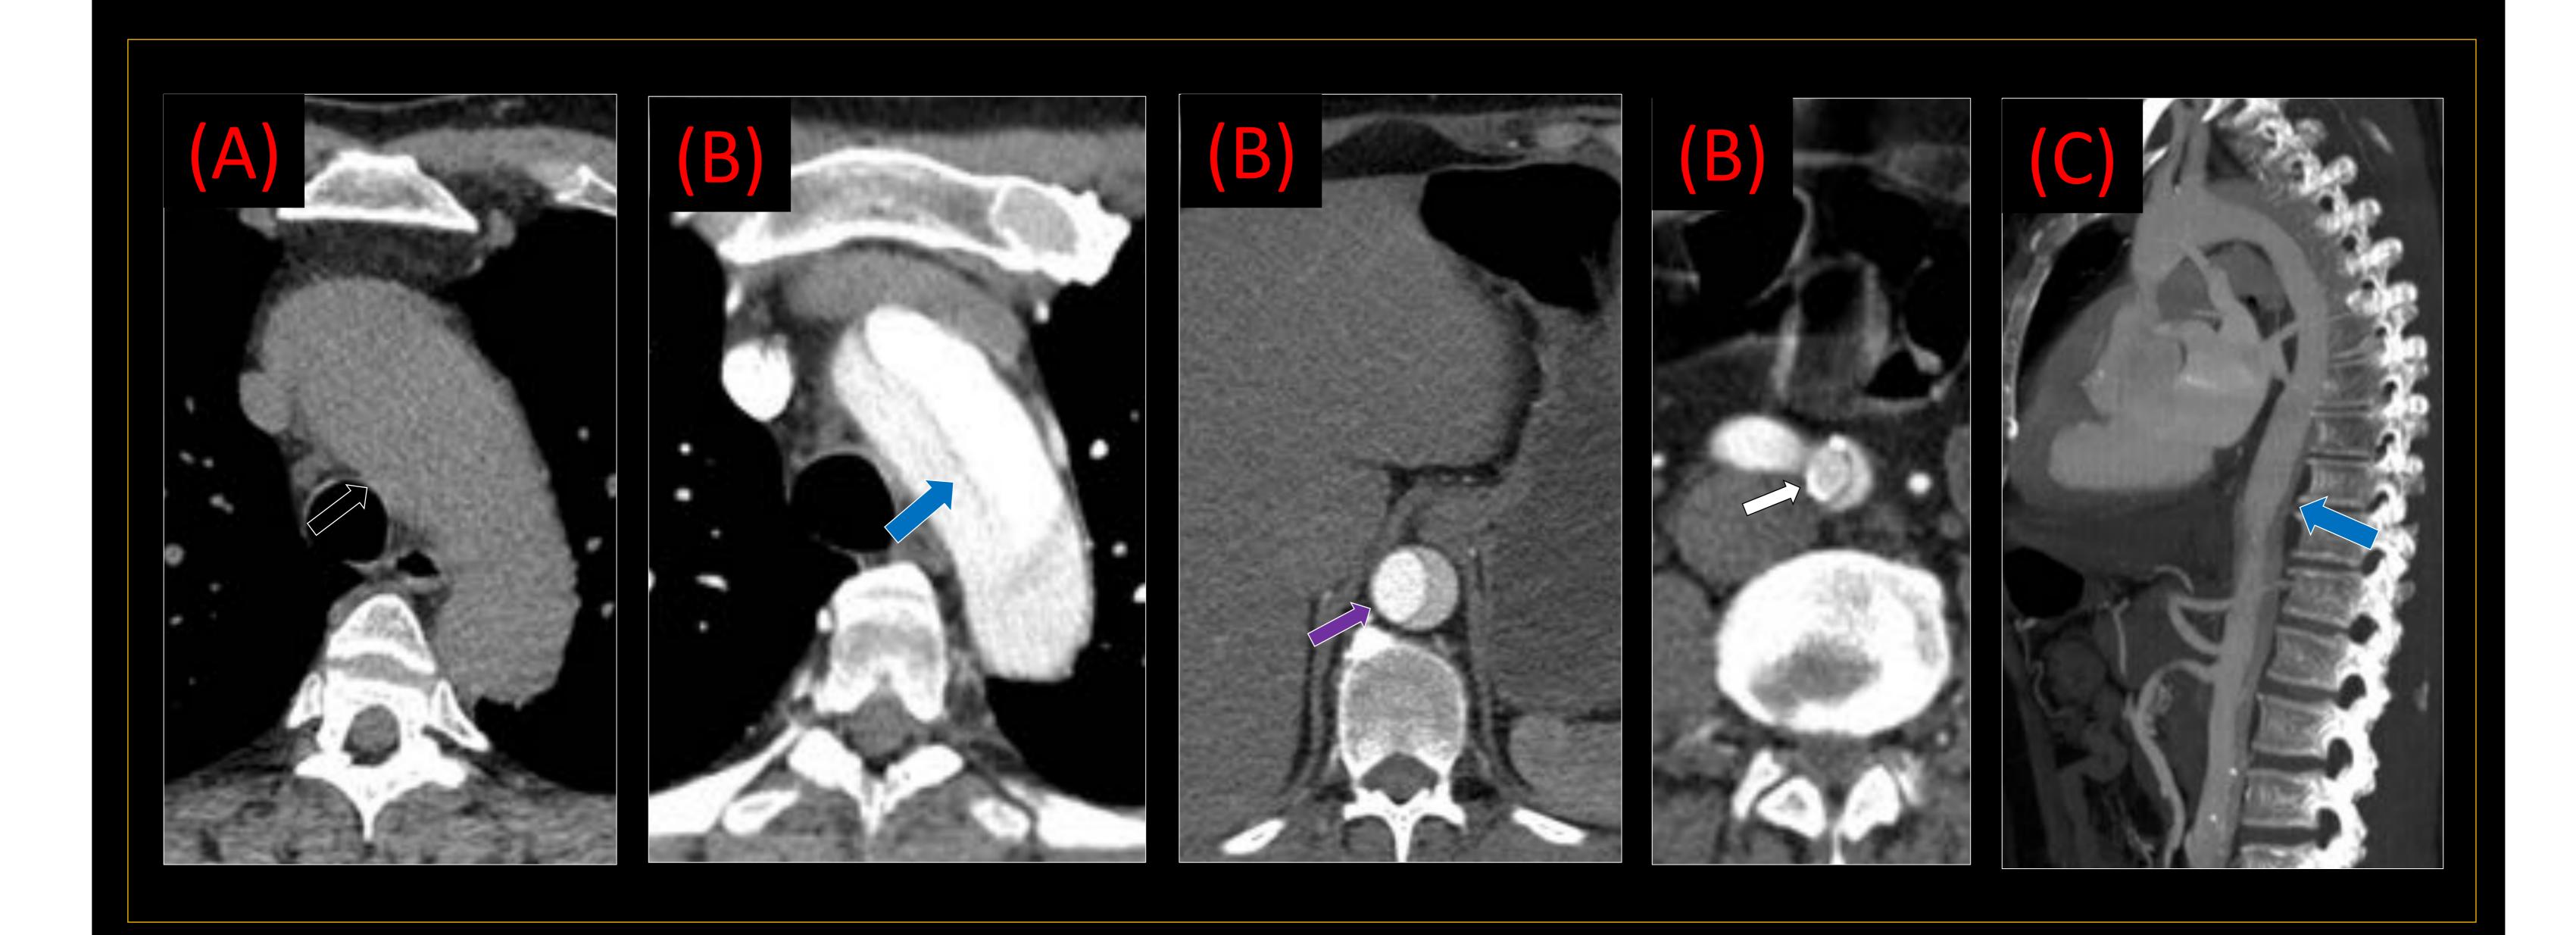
Disección aórtica tipo IA. Paciente con dolor dorsal interescapular. Imágenes: (A) TC de aorta sin contraste, corte axial; (B) TC de aorta con contraste en fase arterial, cortes axiales; (C) TC de aorta con contraste, reconstrucción en coronal. Se evidencia un aumento del calibre de la aorta ascendente (→) que se corresponde con una disección de aorta tipo IA (→). La luz verdadera se identifica como la más densa en la fase con contraste (→) y la que presenta paredes con calcio que se encuentran en la íntima (→).
